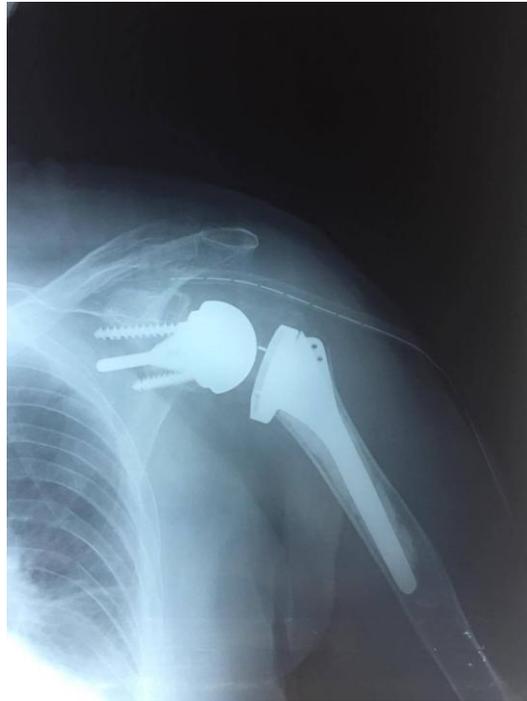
Radiographie post-opératoire après arthroplastie par une PTI à quille longue.
